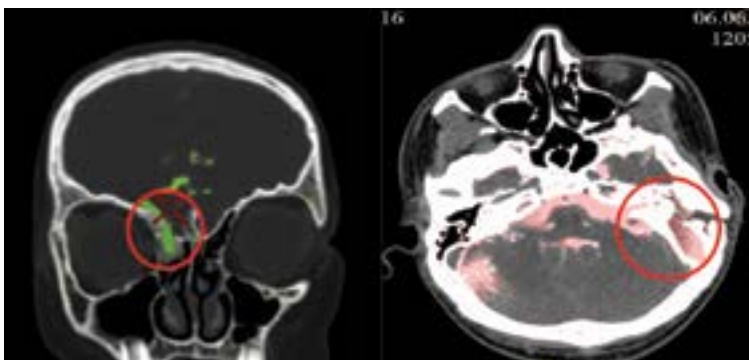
Ликворея, двухэнергетическая КТ-цистернография
